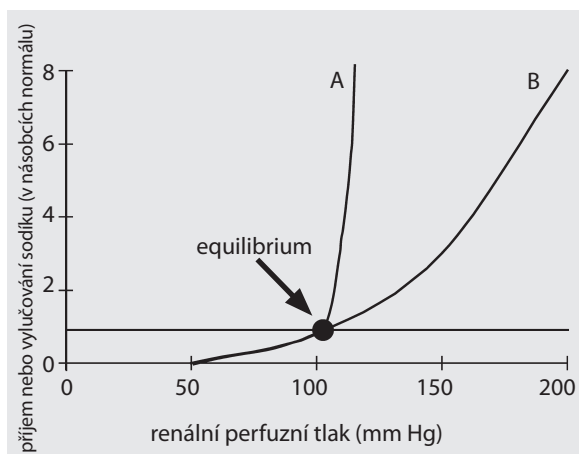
Znárodnění dlouhodobého ovlivnění arteriálního TK vysokým příjmem soli a vody (equilibrium A – výše renálně-perfuzního tlaku při normálním příjmu soli, equilibrium B – výše renálně-perfuzního tlaku při čtyřnásobném příjmu soli a vody)
